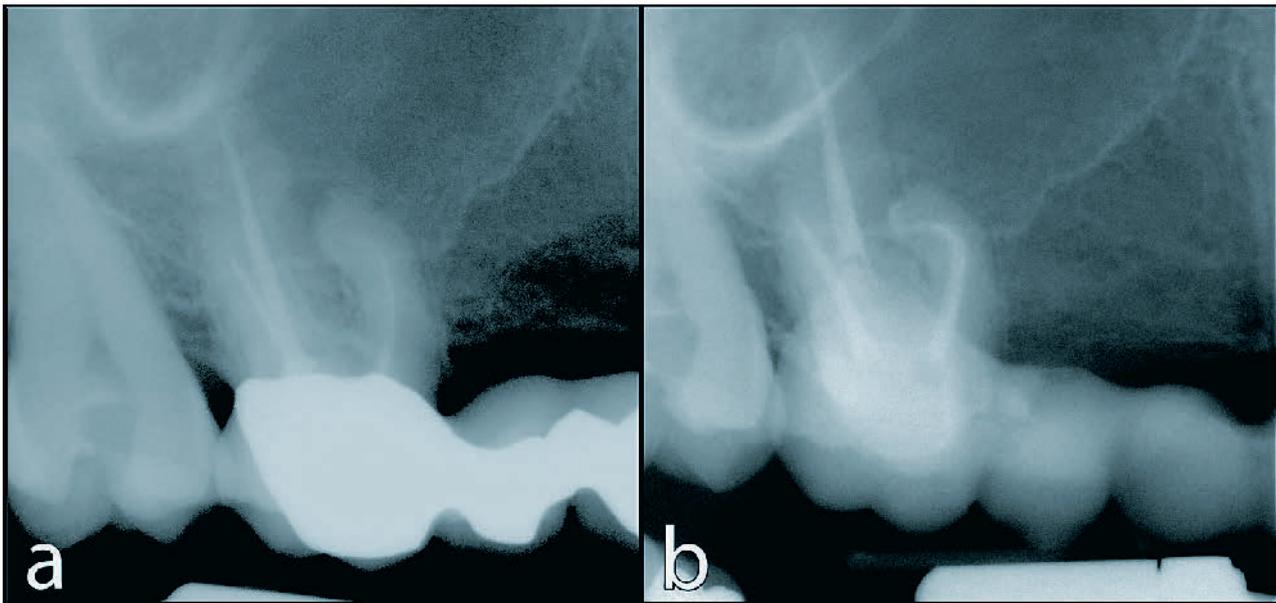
Revisionsbehandlung eines 1. Oberkiefermolaren mit stark gekrümmter mesiobukkaler Wurzel mittels NiTi-Instrumenten: a) Ausgangssituation mit insuffizienter Wurzelfüllung, b) Postoperative Röntgenkontrolle.
